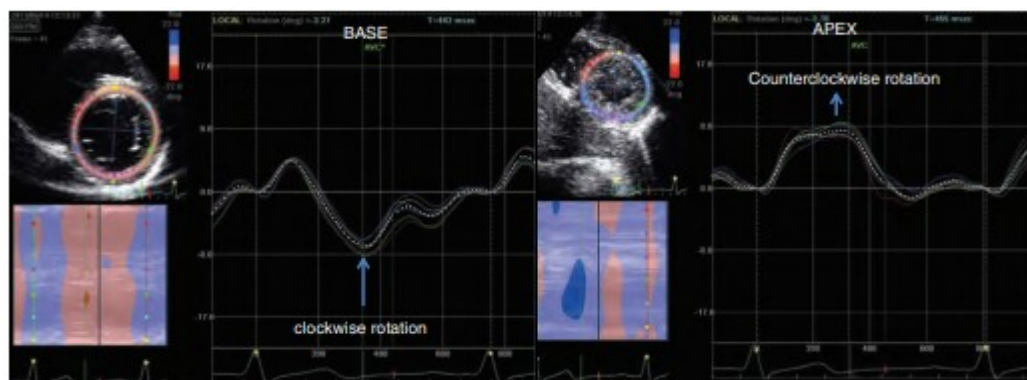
La rotazione miocardica viene ottenuta in proiezione parasternale asse-corto a livello del ventricolo sinistro e a livello dell'apice. Per convenzione la rotazione in senso orario viene definita come positiva, quella in senso antiorario come negativa. Alla base generalmente si ha un'iniziale rotazione in senso antiorario, seguita da una rotazione in senso orario durante l'eiezione. La rotazione apicale avviene in senso antiorario durante la diastole.
